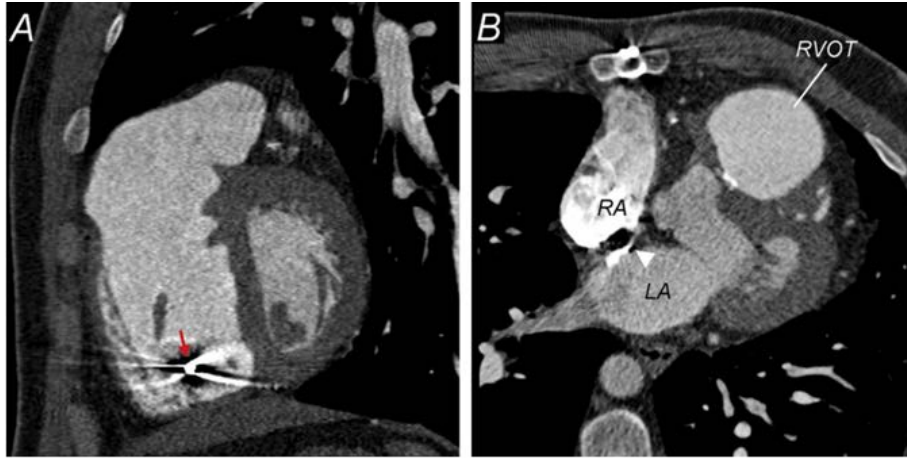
CT 显示 TOF 修补术后合并重度肺动脉瓣反流患者的图像。患者适合做肺动脉瓣置换术。(A) 右室内起搏器导线(箭头示)和与胸骨邻近的右室流出道近段。(B) 卵圆孔未闭(三角形箭头示)。LA, 左心房; RA, 右心房。
